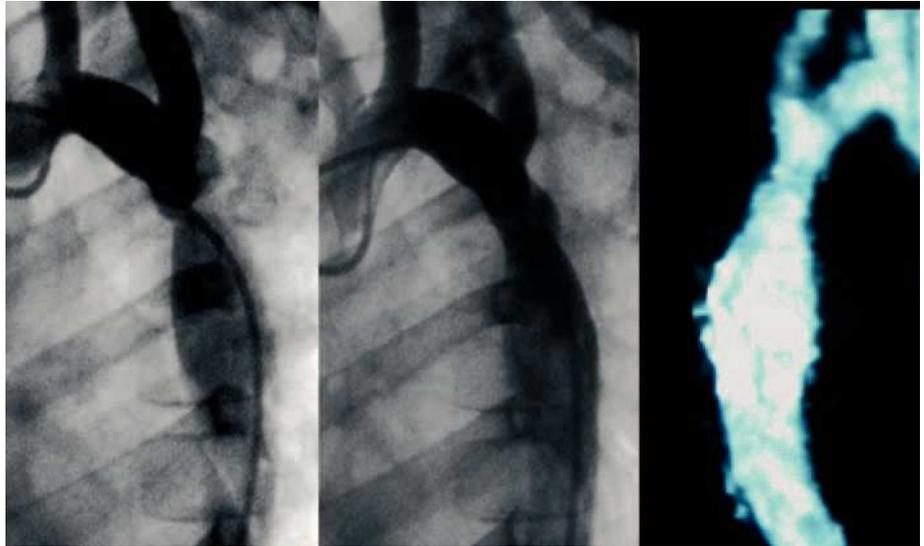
Paciente de 5 años (grupo B) con coartación severa (gradiente hemodinámico pico de 50 mmHg) e hipertensión arterial severa tratada con angioplastia (gradiente postangioplastia de 15 mmHg). Izquierda: aortografía preangioplastia. Centro: aortografía postangioplastia. Derecha: resonancia magnética realizada 2 años después de la angioplastia, sin imagen de aneurisma.
